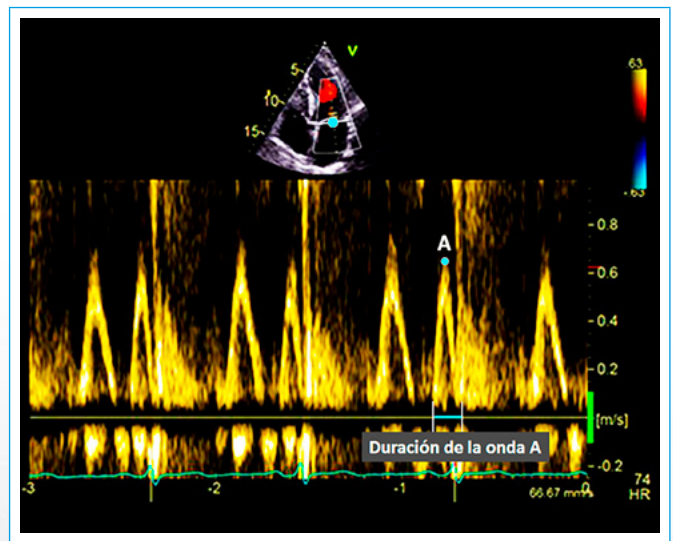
Patrón de flujo mitral adquirido con Doppler pulsado. Duración de la onda A sobre la línea base cero
